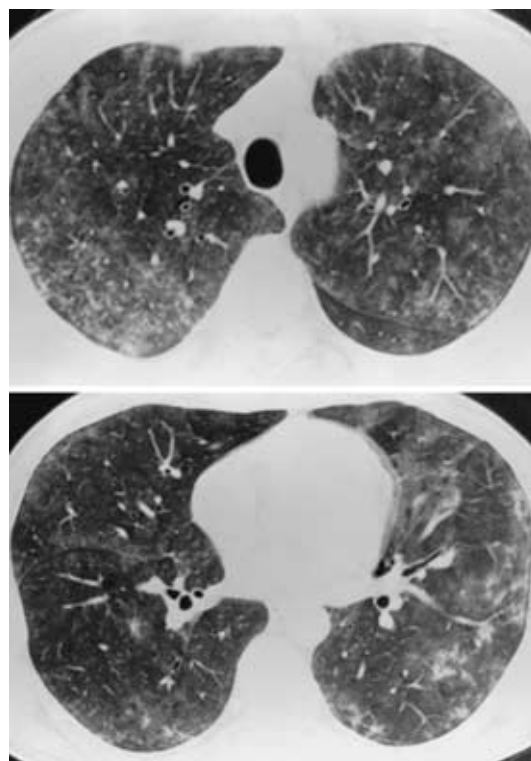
Chest computed tomography scan on admission revealing centrilobular nodules and increased attenuation.
